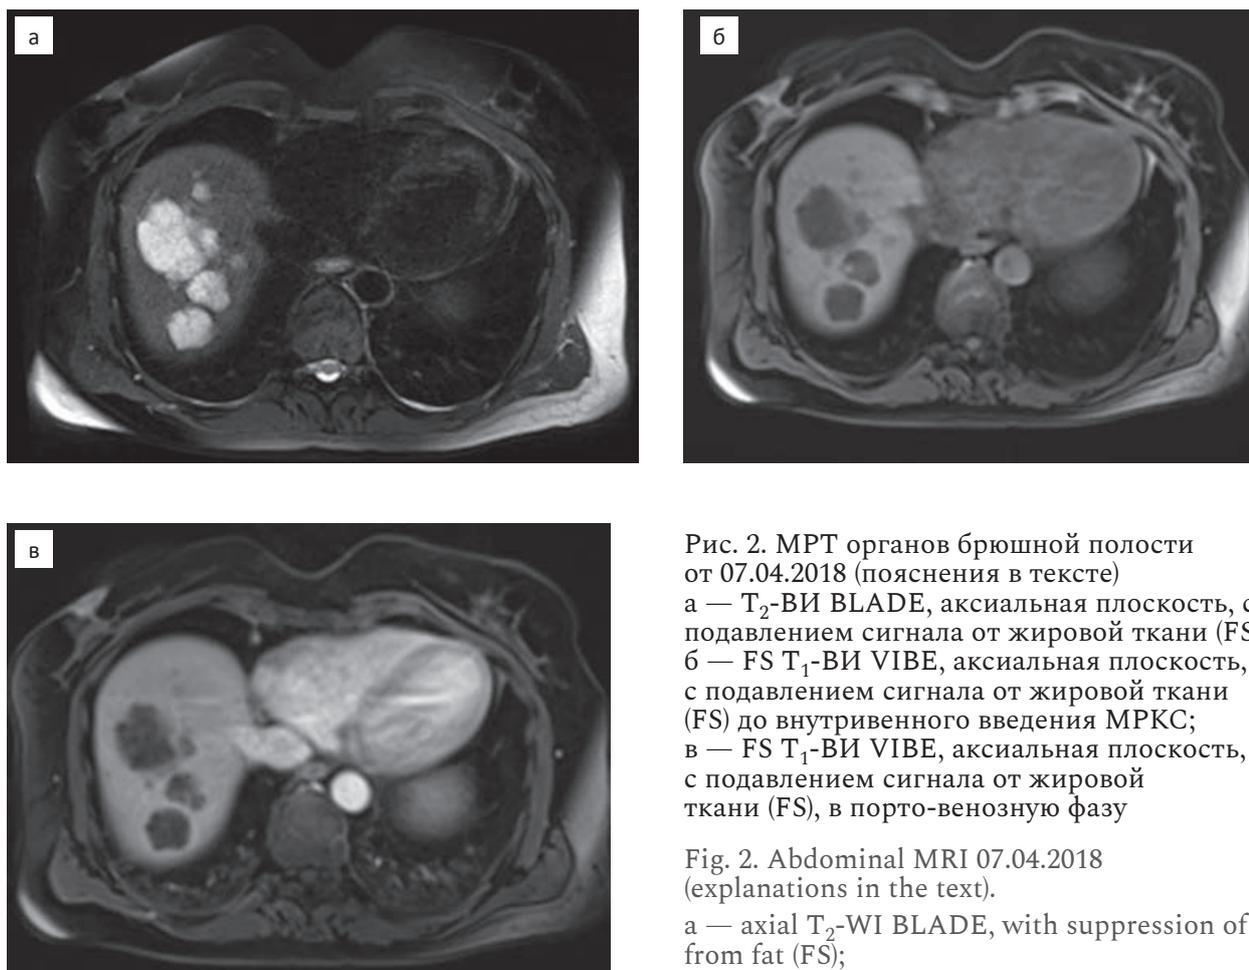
МРТ органов брюшной полости от 07.04.2018 (пояснения в тексте)
